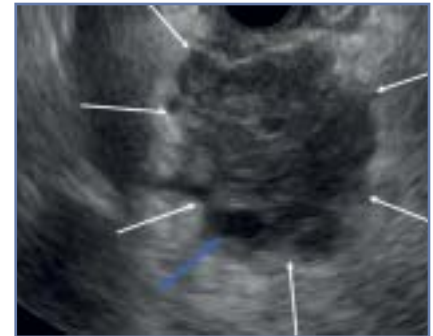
Die Endosonografie zeigt einen scharf begrenzten echoarmen Tumor (weisse Pfeile) im Pankreaskopf, der Kontakt zur Pfortader (blauer Pfeil) hat.
